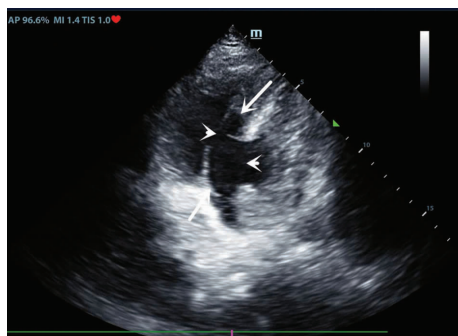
超声心动图非标准心尖四腔心切面示后间隔室间隔穿孔(短箭头)伴心肌分离(长箭头)
